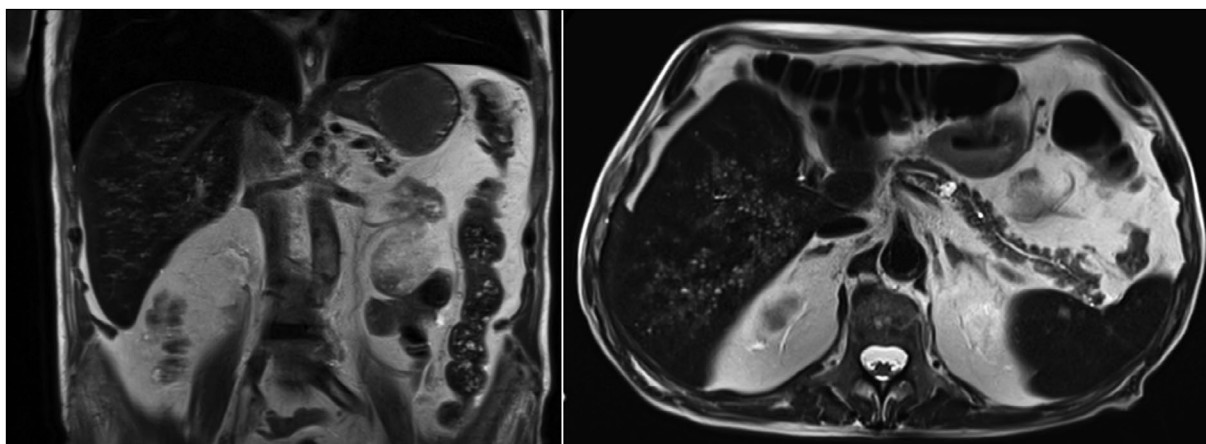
Корональные и аксиальные изображения магнитно-резонансной томографии с последовательностью HASTE T2: множественные мелкие гиперинтенсивные очаги, рассеянные по всей печени.
